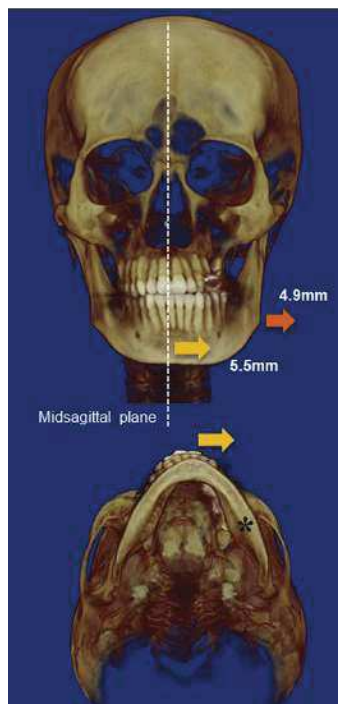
Exemple d'une reconstruction 3D -CT d'un patient présentant une asymétrie mandibulaire [180]
